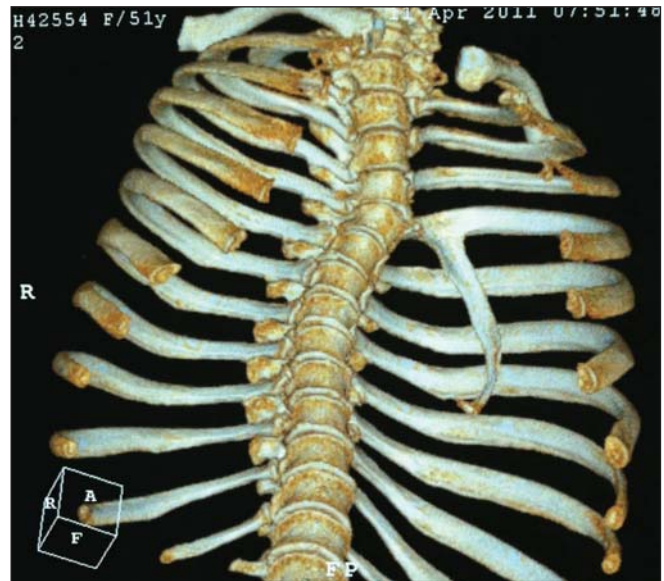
TC em reconstrução 3D na visualização oblíqua demonstrando melhor a inserção da imagem óssea na face anteroinferior do quarto arco costal posteriormente.
